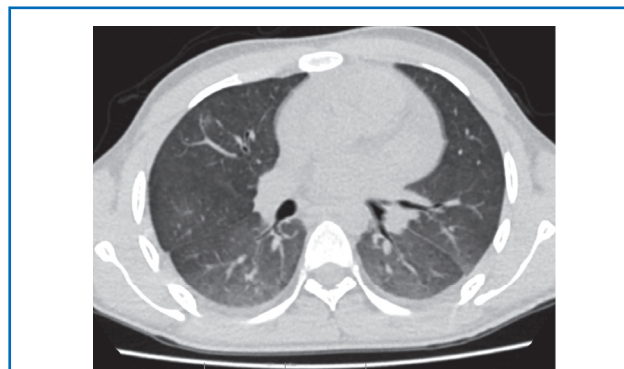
КТ органов грудной клетки пациента А. (описание в тексте).
